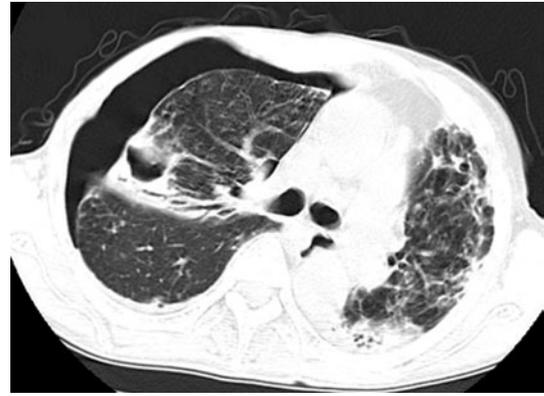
Chest computed tomography on admission, showing right pneumothorax with a small amount of pleural effusion and consolidation with cavity formation, bronchioectasis and small nodular opacities in the right lung.
